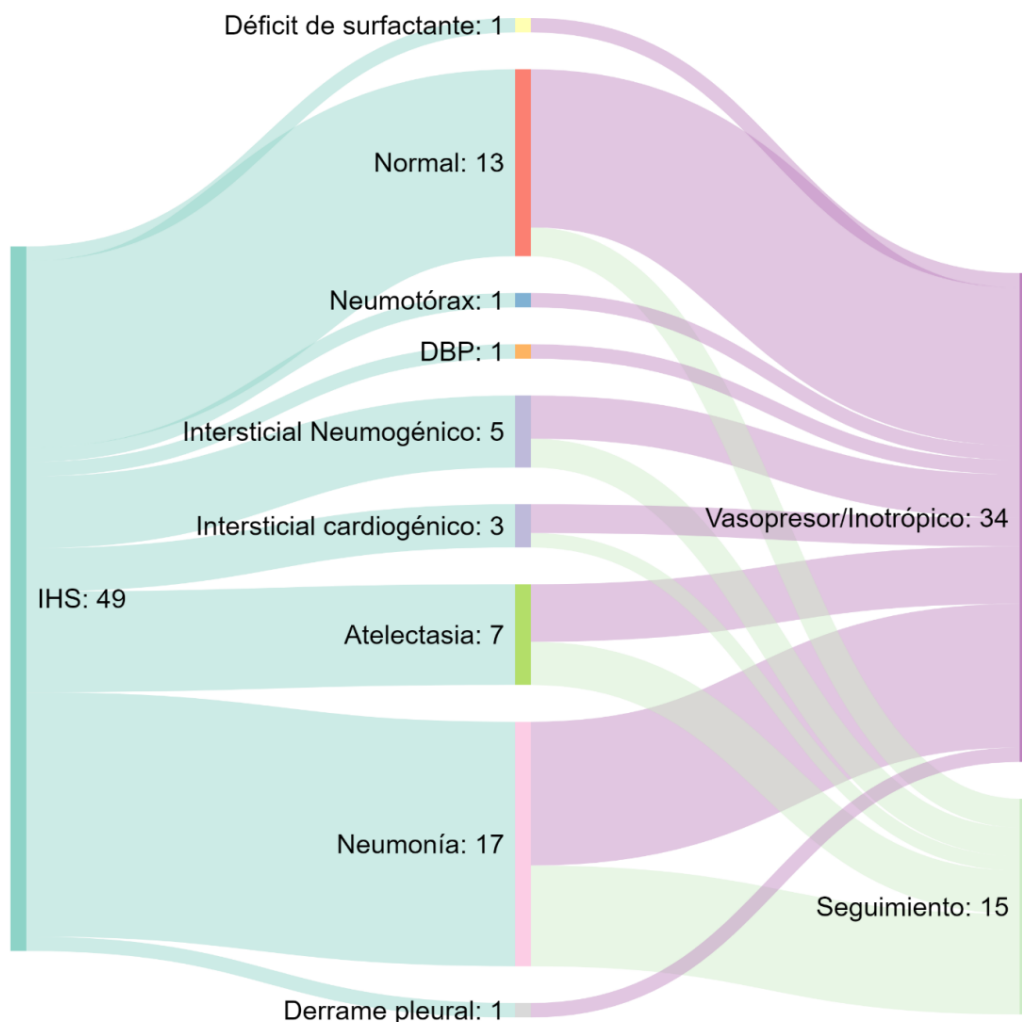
Hallazgos en el ultrasonido pulmonar y recomendaciones médicas en lo pacientes con valoración de hemodinamia pulmonar.
